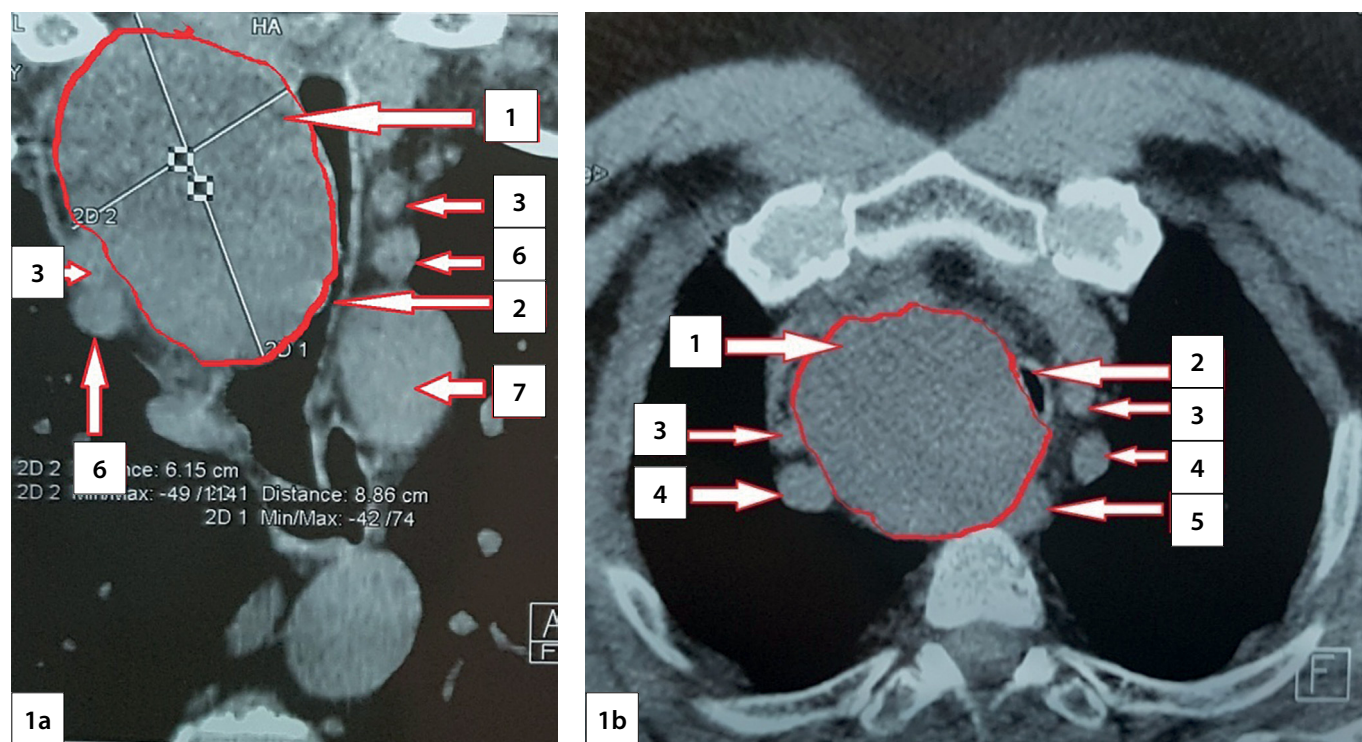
Компьютерная томография шеи.
